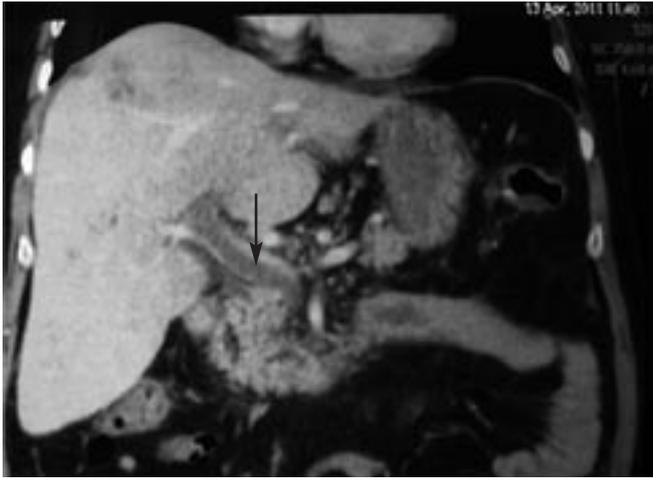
Компьютерная томограмма с контрастным усилением. Тромб (указан стрелкой) в расширенной воротной вене и проксимальном отделе верхней брыжеечной вены
